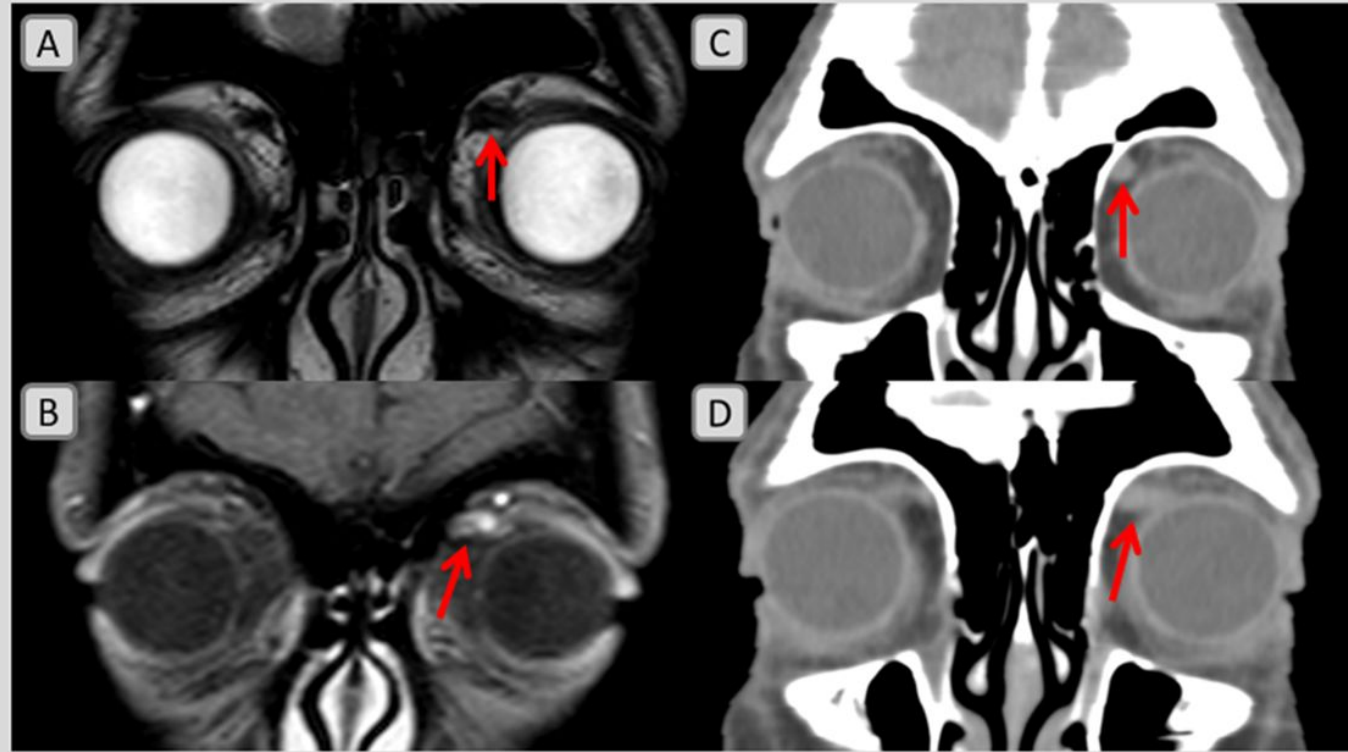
Paciente de 32 años presenta visión doble en sentido ascendente desde hace 8 años. El TAC craneal fue informado como normal.
